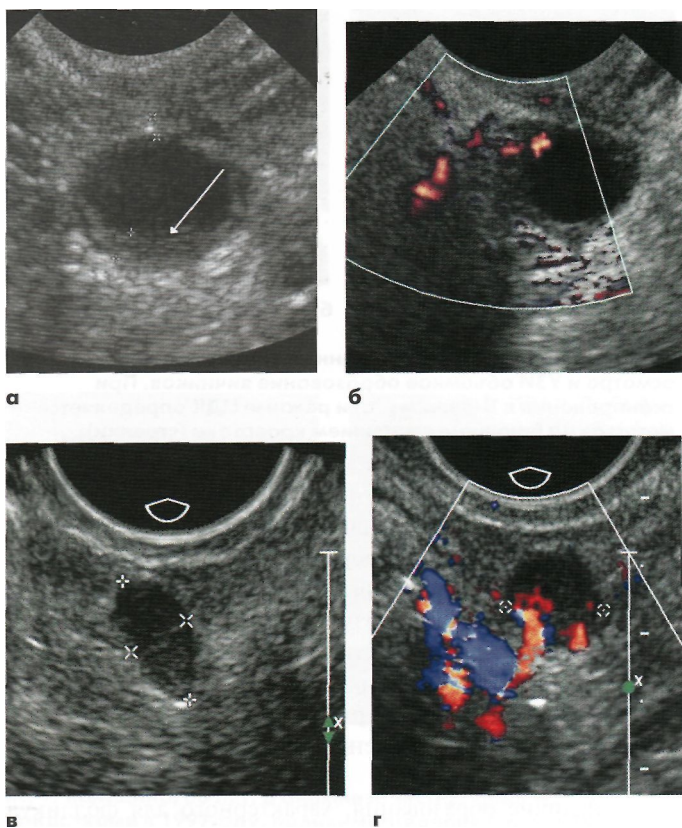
Женщина, 57 лет. В 2005 году диагностирована дисгерминома левого яичника. УЗ-картина В-режим (а) - кистозное образование с разрастаниями по внутренней стенке, до 2,5мм (стрелка). То же образование в режиме энергетического картирования (б). При обследовании в 2008 году при УЗИ выявлен рецидив дисгерминомы (х) - В-режим (в) и режим ЦДК (г).
